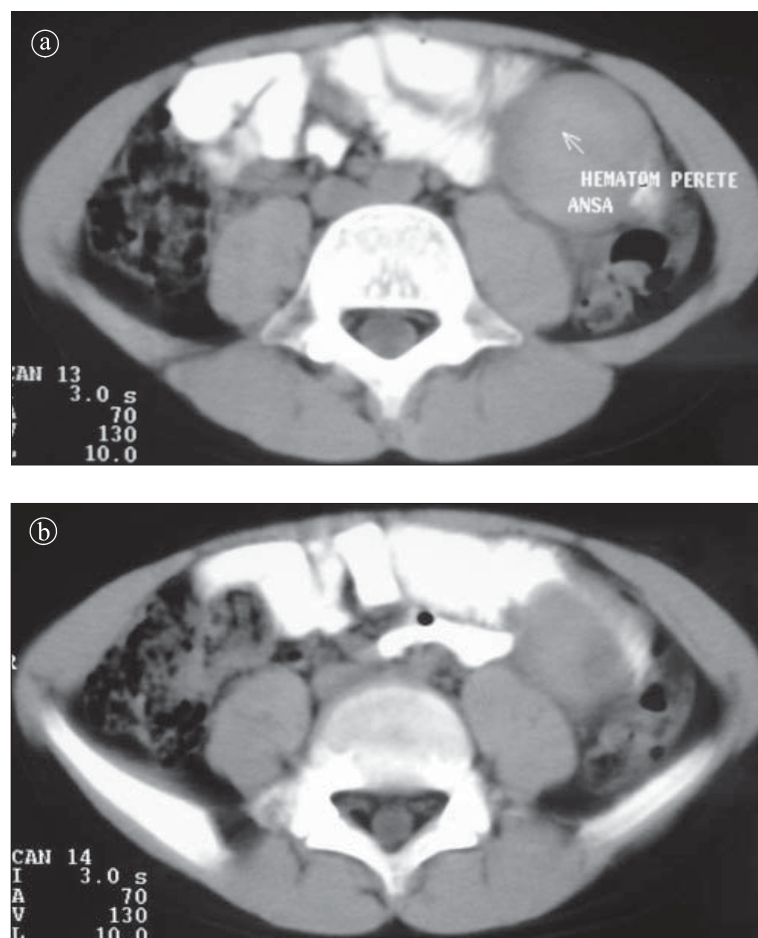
Hematom perete ansă intestinală. a) și b) Secțiuni axiale CT: acumulare circumscrișă discret hiperdensă spontan localizată în flancul stâng.
